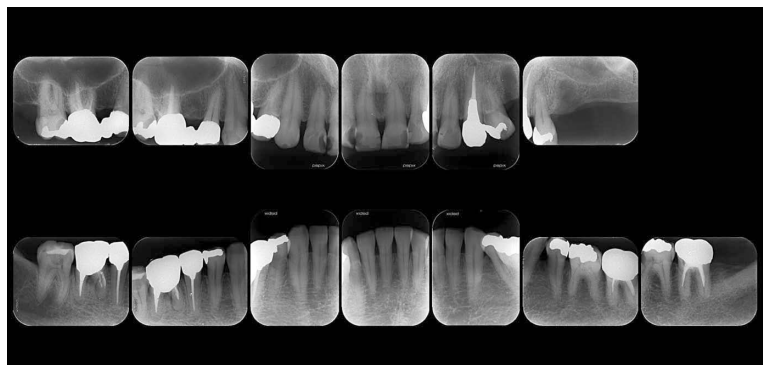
3 チェアサイドから提供される情報の例。筆者のラボでは9枚法規格写真の他、X線写真等もなるべく提供していただくよう依頼している。設計を検討するうえでは必須とも言える情報であるが、その分、歯科技工士にも相応の知識が要求される
